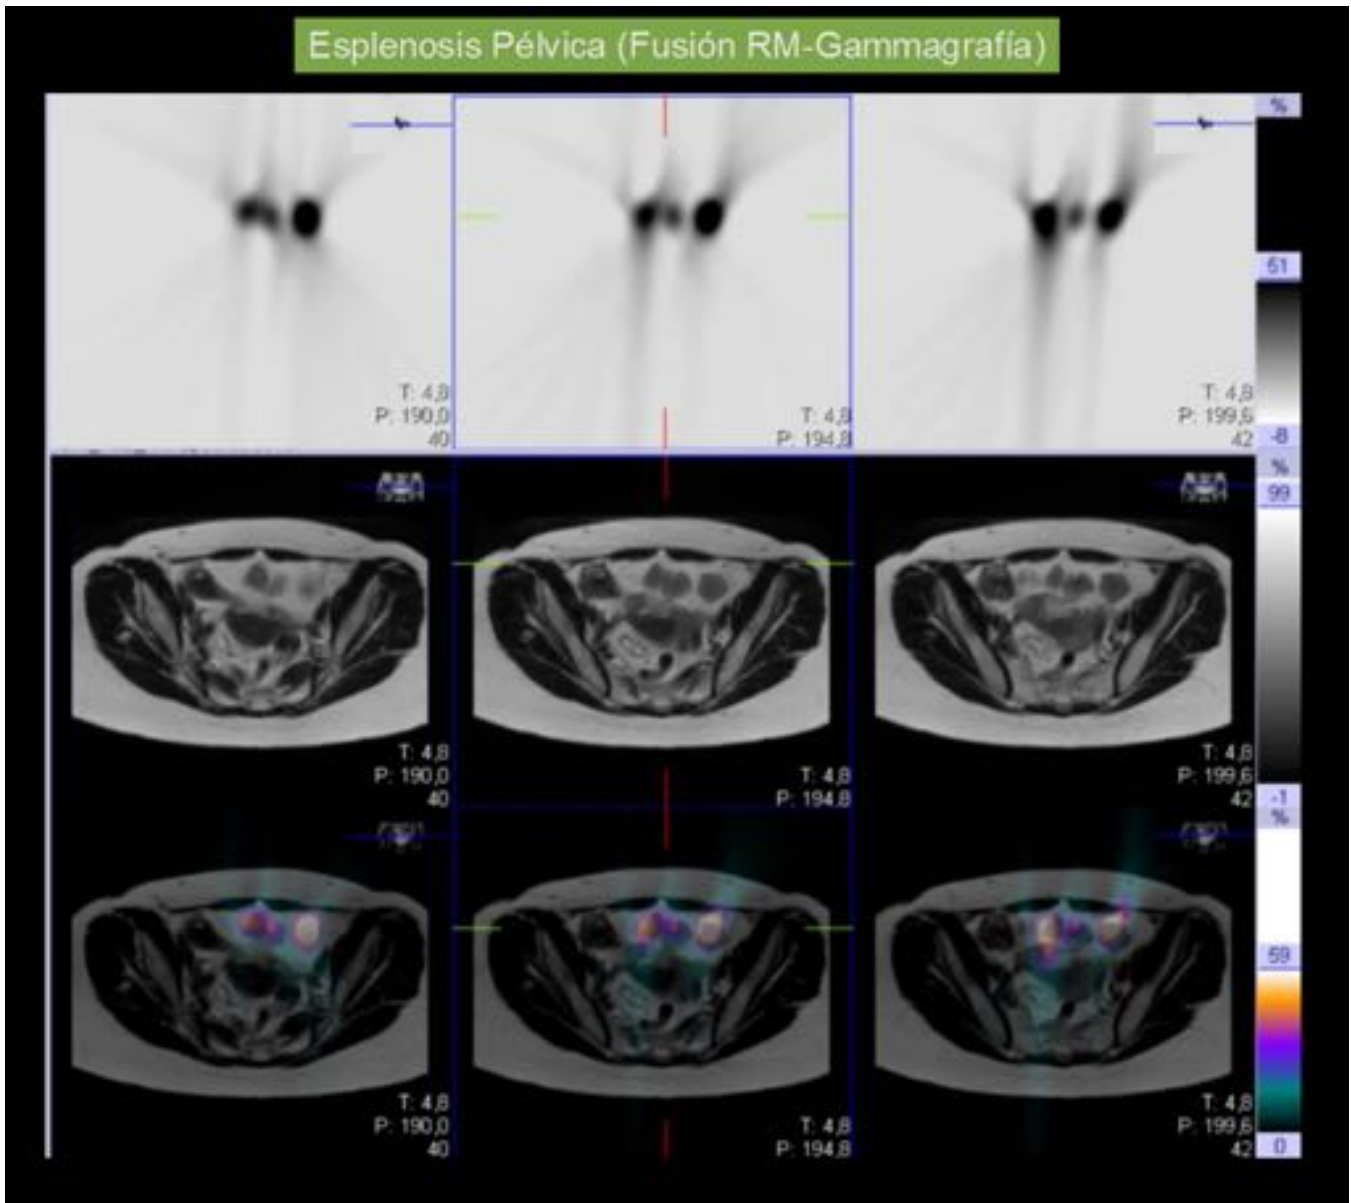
Esplenosis Pélvica. (Mismo paciente de la figura 8). Fusión de RM (imágenes potenciadas en T2)+Gammagrafía con hematíes desnaturalizados marcados con Tc-99. Intensa captación de los nódulos pélvicos.
